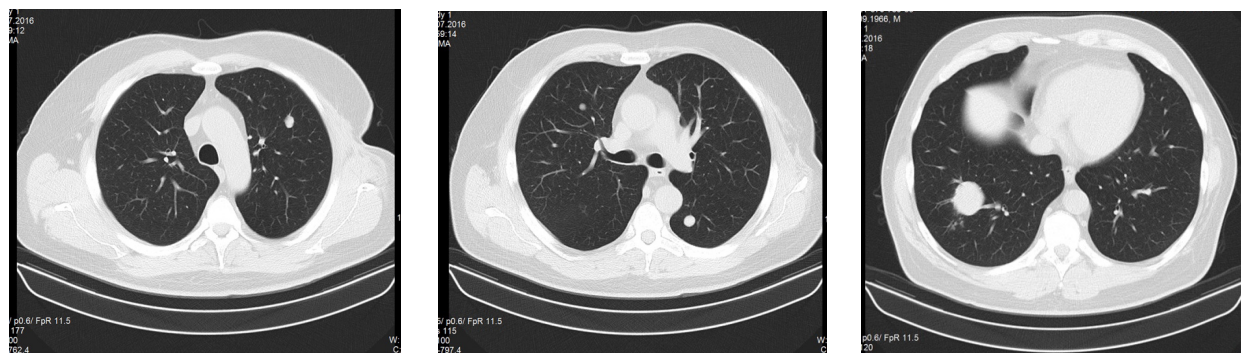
Метастазы в легкие, исходно, до начала лечения ниволумабом (КТ август 2015 г.).
